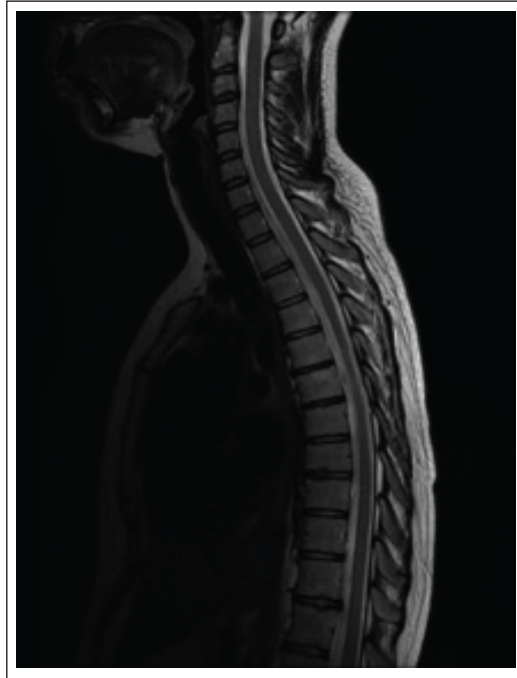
IRM du rachis cervicodorsal de contrôle ; séquence T2 sagittale montre une disparition de la collection cervicothoracique.*
